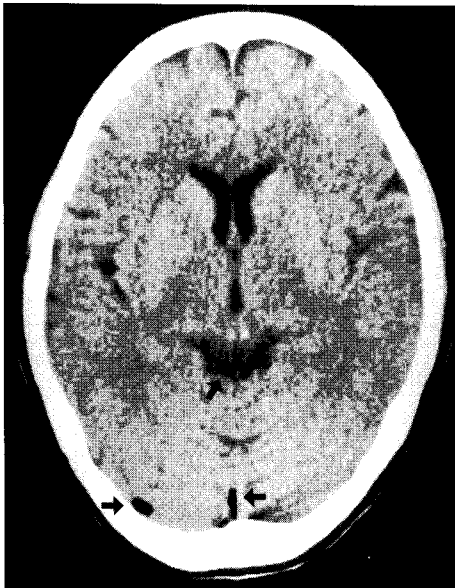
Brain CT scan shows air bubbles in interhemispheric fissure and quadrigeminal cistern, subarachnoid space posterior to cerebellum.
